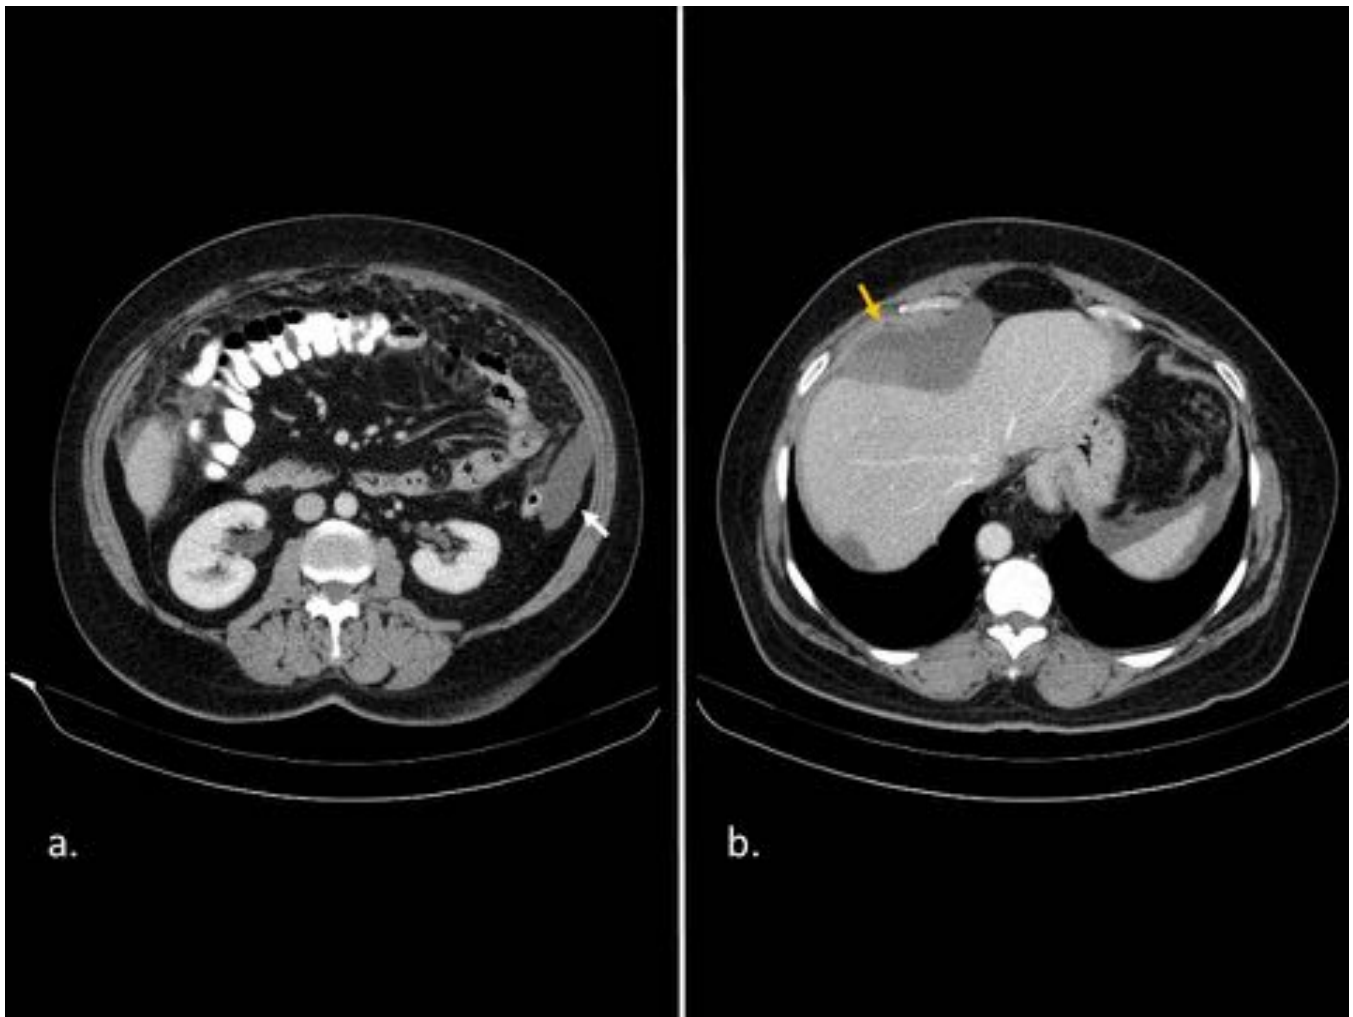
Mesotelioma papilar seroso bien diferenciado en mujer de 60 años con dolor abdominal y aumento del perímetro abdominal. Imágenes de TC axiales con contraste oral e iv. En (a) se identifica infiltración difusa del epiplón mayor, con discreta ascitis de aspecto loculada (flecha blanca). En (b), unos varios cm más craneal, a la altura de la cúpula hepática, se identifica una masa predominantemente quística con implantación en peritoneo parietal.
